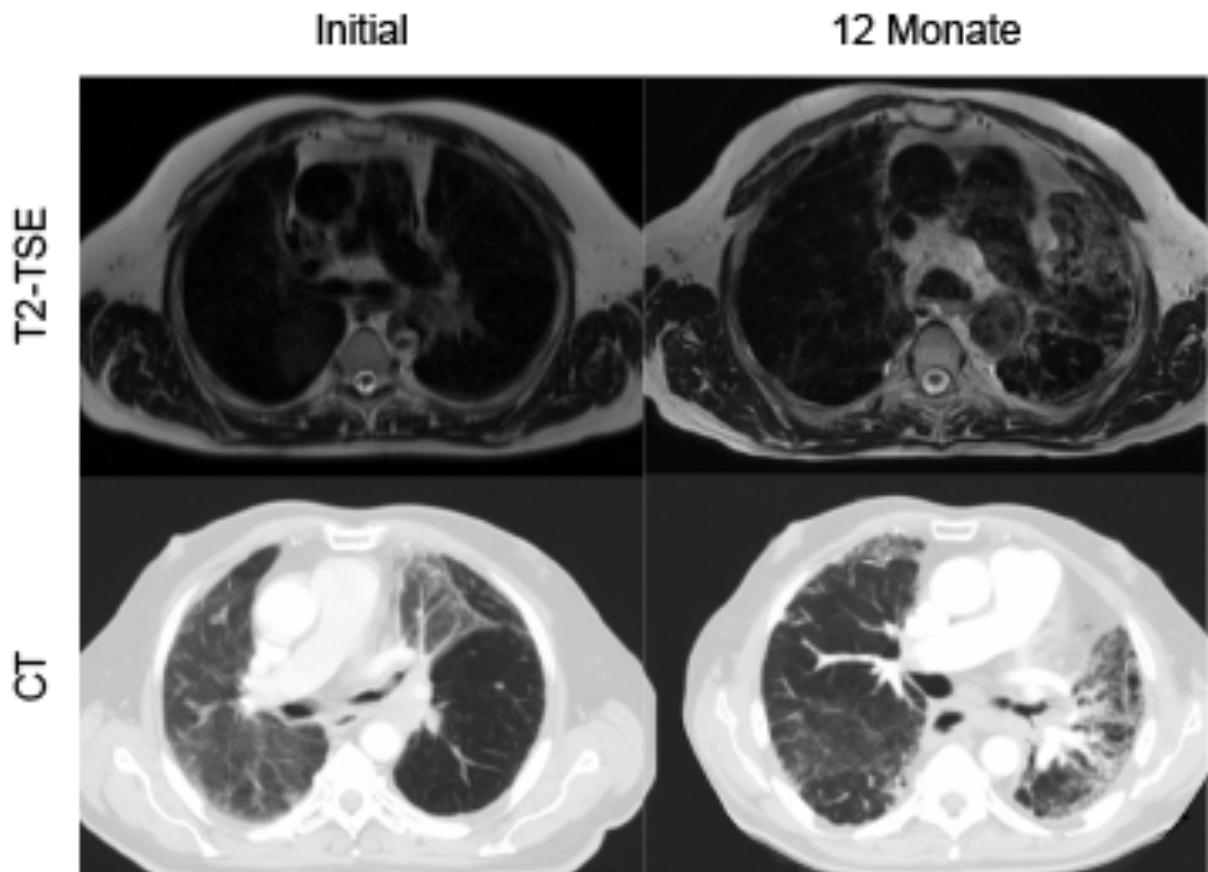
Patient 12; Vergleich zwischen CT und T₂-TSE-Sequenz; deutlich zeigen sich Veränderungen der Lunge erst nach 12 Monaten in der MRT, die initialen Veränderungen des Lungenparenchyms sind nur im CT-Lungenfenster darstellbar.
